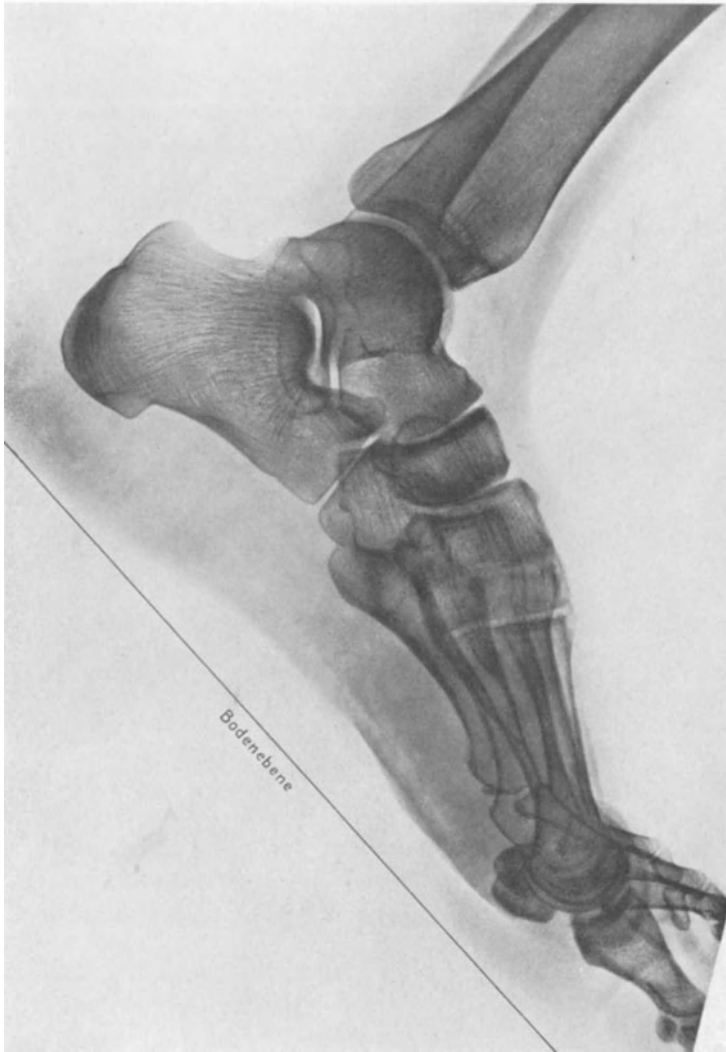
Röntgenaufnahme des Fußes zur Demonstration der isogonalen Trajektorien, in die den Zugspannungskurven entsprechend die Knochenbälkchen sich einstellen. (Nach R. FICK.)
